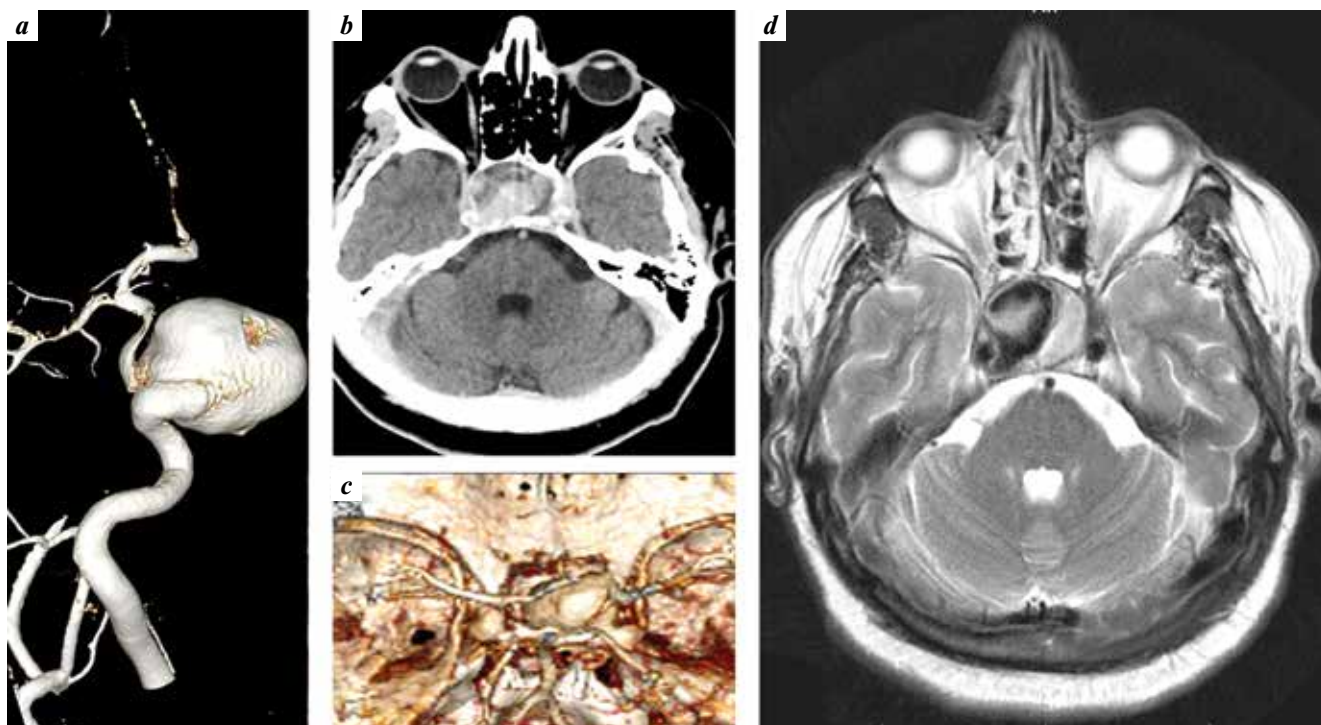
Giant partially thrombosed aneurysm of the cavernous segment of the right internal carotid artery, detected in patient M.: a – 3D angiograms of the right internal carotid artery; b, c – spiral computed tomographic angiograms; d – magnetic resonance tomogram in T2 mode in axial projection
